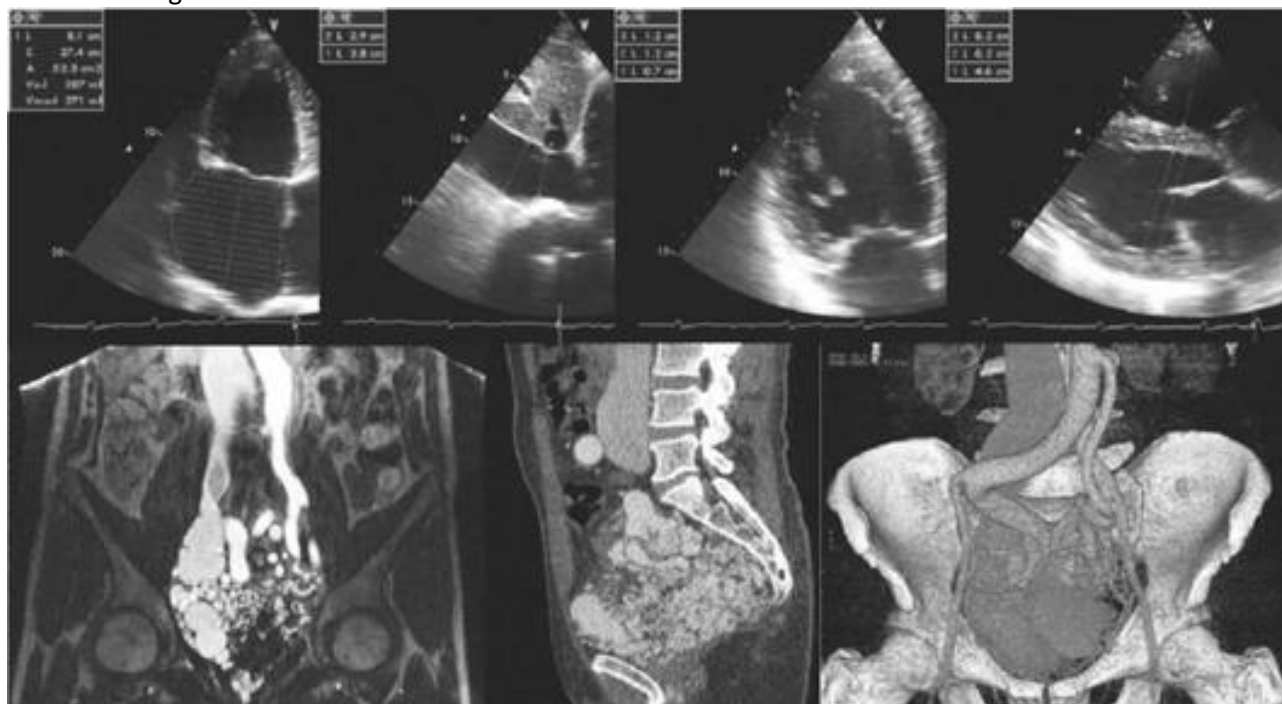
Результаты инструментального исследования у больного К., 51 года. Верхний ряд - эхокардиограммы: выраженная дилатация левого предсердия (280 мл), расширение нижней полой вены (3,8 см), некомпактный слой миокарда левого желудочка (12 мм при толщине компактного слоя 7 мм), дилатация левого (6,2 см) и правого (4,6 см) желудочков. Нижний ряд - МСКТ с внутривенным контрастированием, фронтальная и сагиттальная проекции и трехмерная реконструкция: массивная тазовая артериовенозная мальформация (пояснения см. в тексте)
